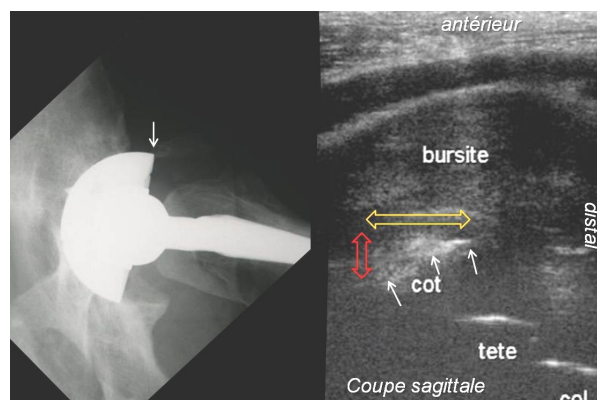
saillie (flèche rouge) et découverte (flèche jaune) du cotyle prothétique (flèches blanches). L'échographie objective la surface saillante du cotyle, mais surtout l'énorme bursopathie de l'iliopsoas qu'elle occasionne
